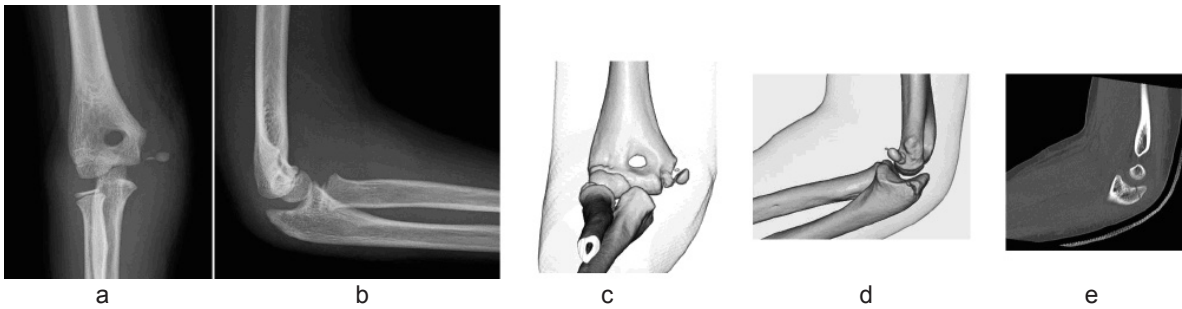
症例2 a,b: 術前単純X線像 c,d,e: 術前CT像
